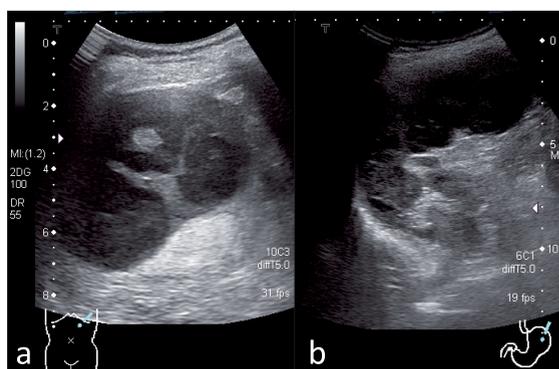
Ultrasonography showing low echoic lesion in the spleen(a).Gastric wall was partially unclear in fornix by the perforation of the splenic tumor(b).
